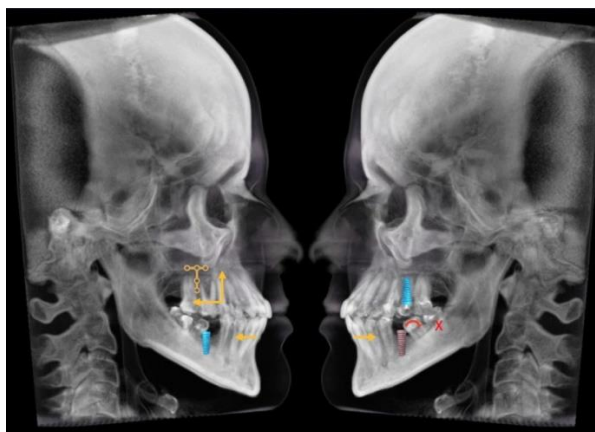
Imagen del software 3DVD® mostrando la planificación digital tridimensional con observación bilateral de una tomografía de haz cónico total del cráneo.
